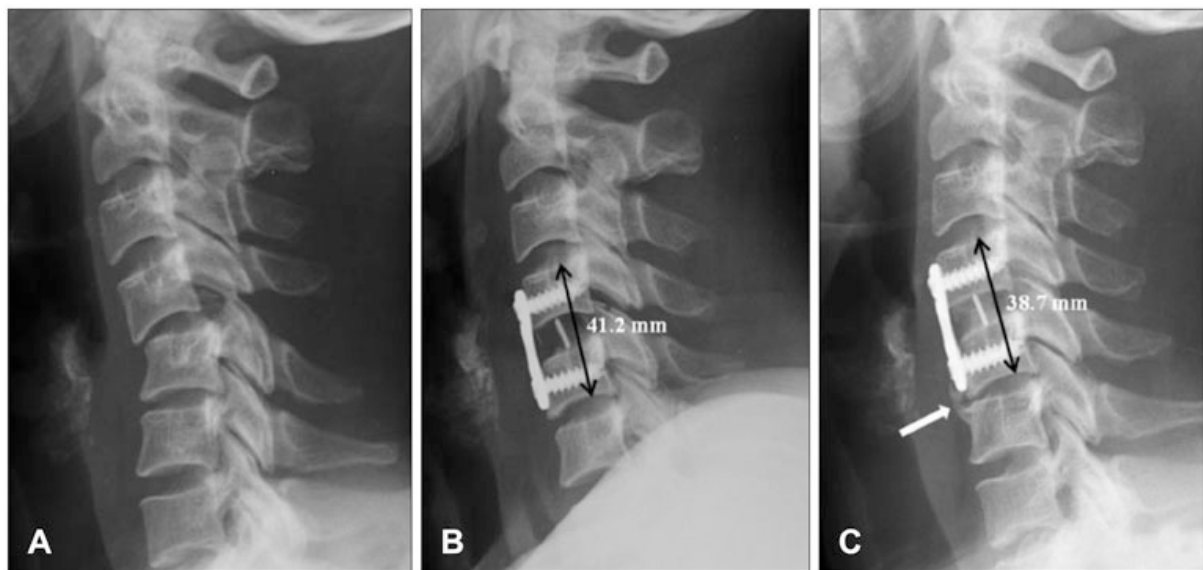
Röntgenstudie einer ACDF mit ventraler Verplattung von C4 - C5
